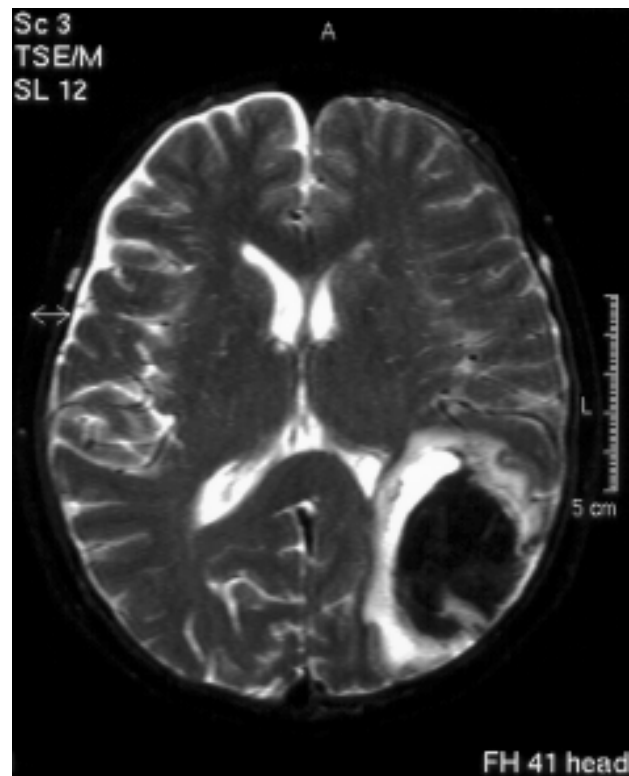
Ressonância nuclear magnética de crânio mostrando hemorragia parenquimatosa parieto-occipito-temporal esquerda, com área de edema e efeito expansivo caracterizado pelo apagamento de sulcos e cisternas. Observa-se, ainda, apagamento de sulcos corticais à esquerda com conteúdo sangüíneo em alguns sulcos corticais correspondendo à hemorragia subaracnóidea.
